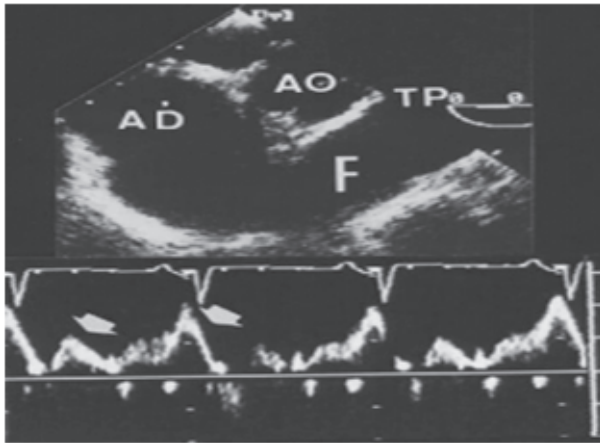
Ecocardiograma transesofágico en un paciente con cirugía de Fontan. A: imagen bidimensional que revela la conexión atrio-pulmonar (F). B: Doppler pulsado del flujo atrio-pulmonar con dos ondas diastólicas (flechas cortas). AD: aurícula derecha; AO: aorta; TO: tronco
